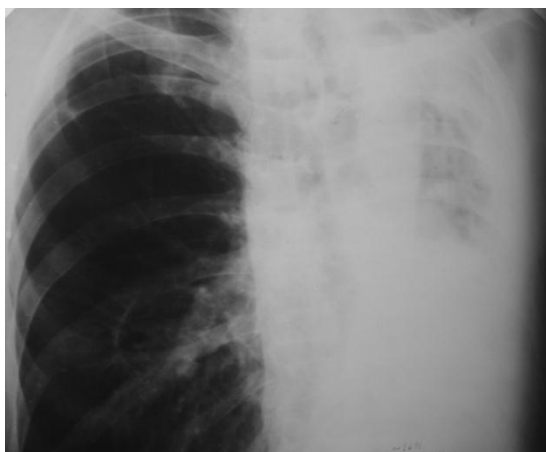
Обзорная рентгенограмма ОГК. Синдром обширного затемнения.
